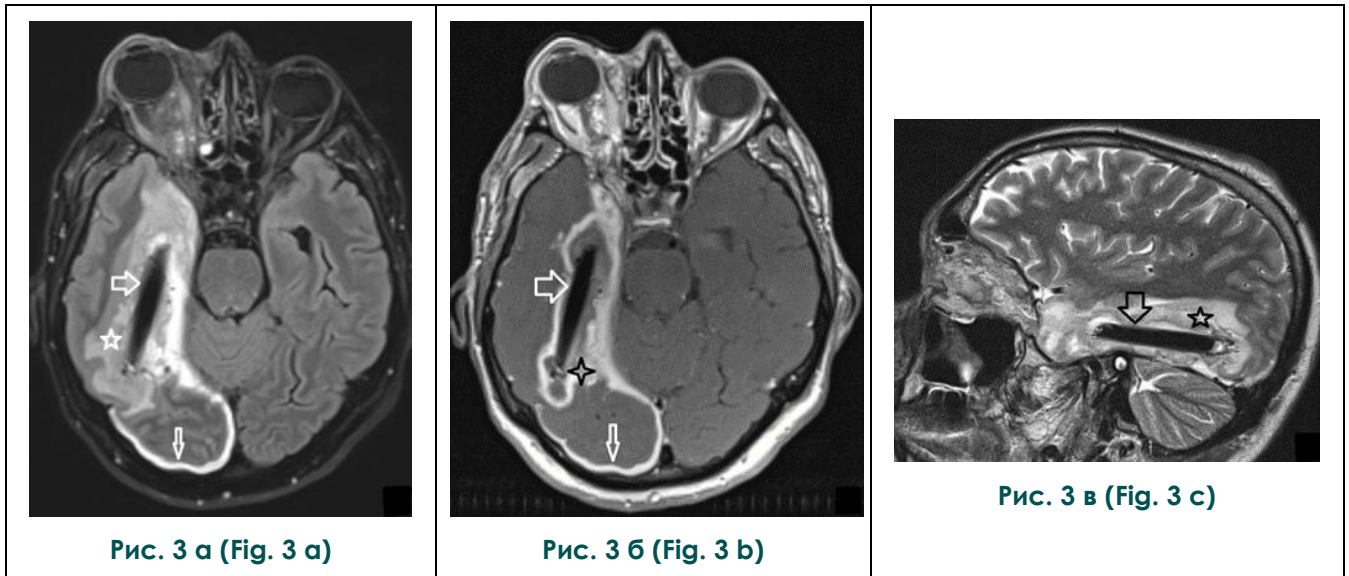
МРТ головного мозга; а – аксиальная плоскость, режим T1 после внутривенного введения контрастного препарата; б – аксиальная плоскость, режим FLAIR; в – сагиттальная плоскость, режим T2.
